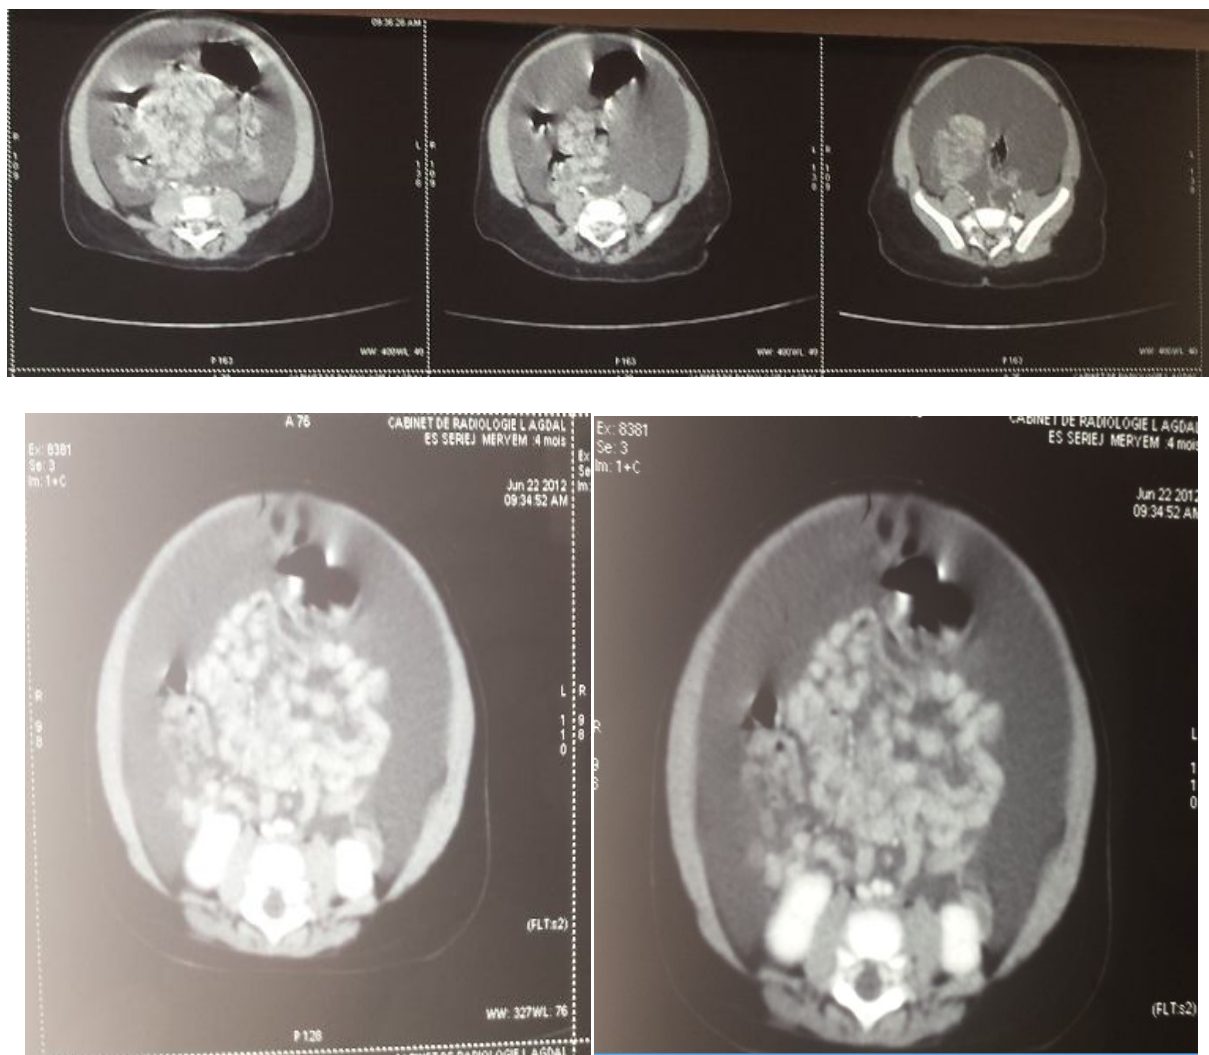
TDM abd-pelv (du 22/06/2012) montrant une volumineuse ascite étendue dans la région inguino-vulvaire. Hernie ombilicale contenant du liquide d'ascite. Masse ovarienne droite, mesurant 39 x 40 x 46 mm, tissulaire discrètement hétérogène, sans calcifications ni zones graisseuses en son sein, elle prend le contraste au temps veineux.
